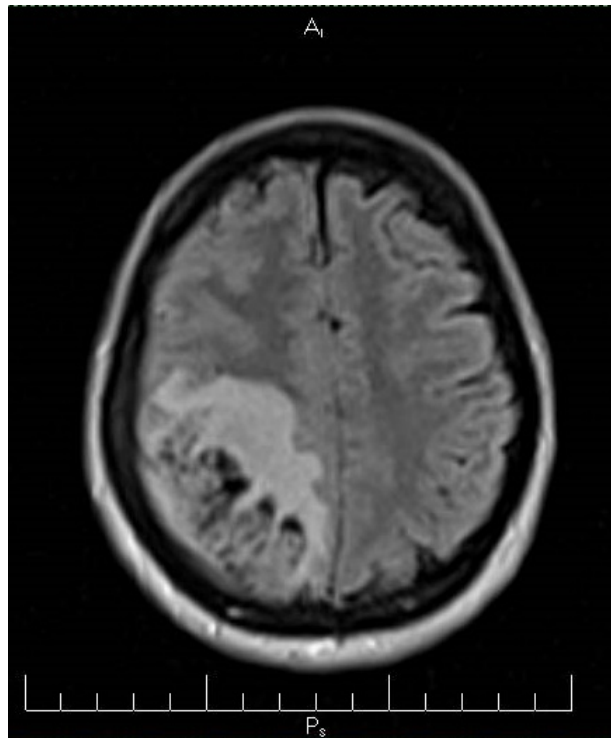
Corte axial de resonancia magnética nuclear de cráneo (T2 Flair) que muestra imagen de intensidad variable en región parieto-occipital derecha, con anulación de la señal en su interior y edema vasogénico asociado, en relación con malformación arteriovenosa.
